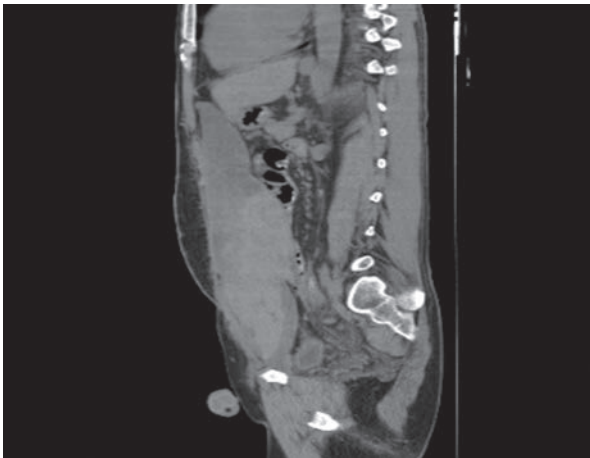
КТ органов брюшной полости. Массивная гематома брюшной полости
